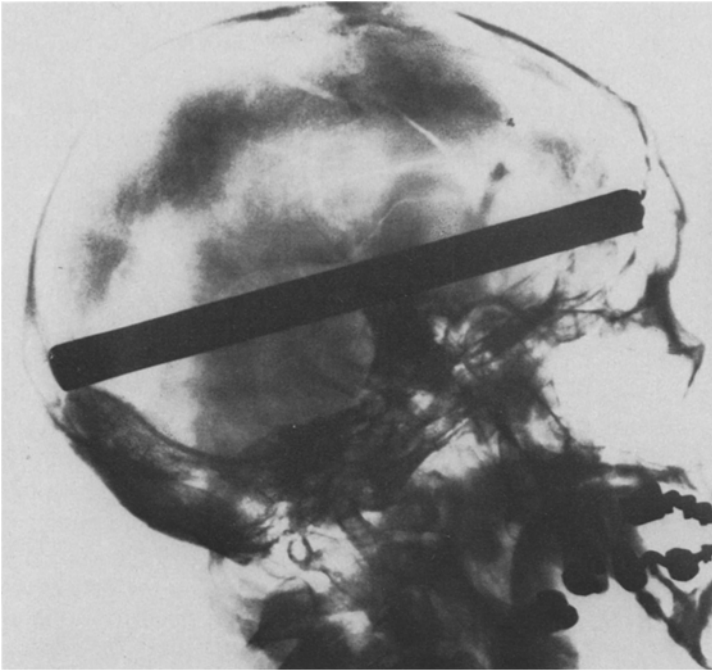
Postmortales Schädelröntgen (Seitenaufnahme) mit intrakraniell gelegnem Schußbolzen (Länge: 17 cm)
